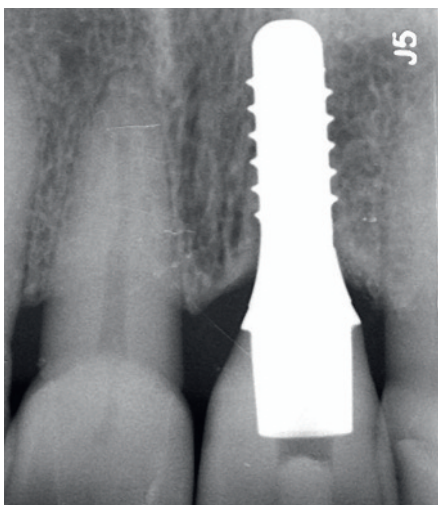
Röntgenkontrolle bei Eingliederung der definitiven Krone 4 Monate nach Belastung durch ein LZPV
